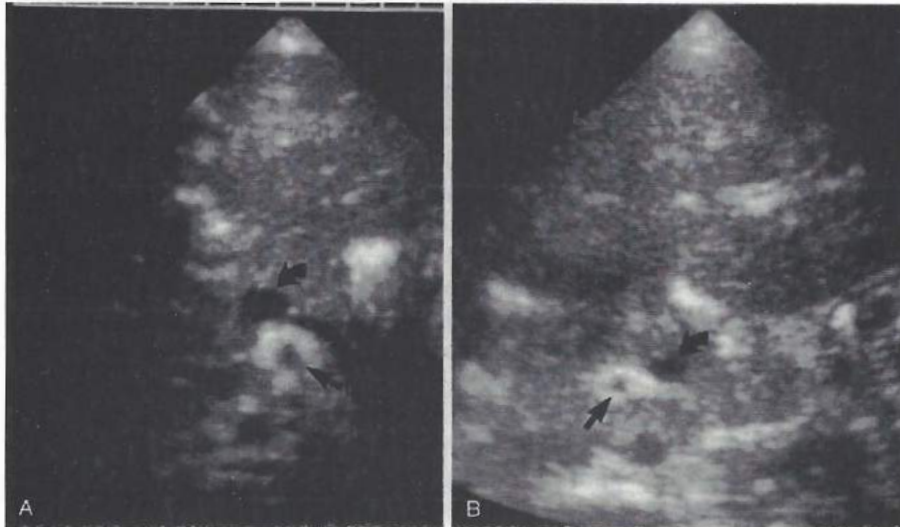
Eco Doppler Abdominal. Como ejemplo en otro caso, la ecografía en corte transversal muestra la relación normal de los vasos mesentéricos (A). La flecha curva muestra la VMS y la flecha recta muestra la AMS. Por otro lado, en el cuadro B se evidencia la relación invertida de estos vasos.
